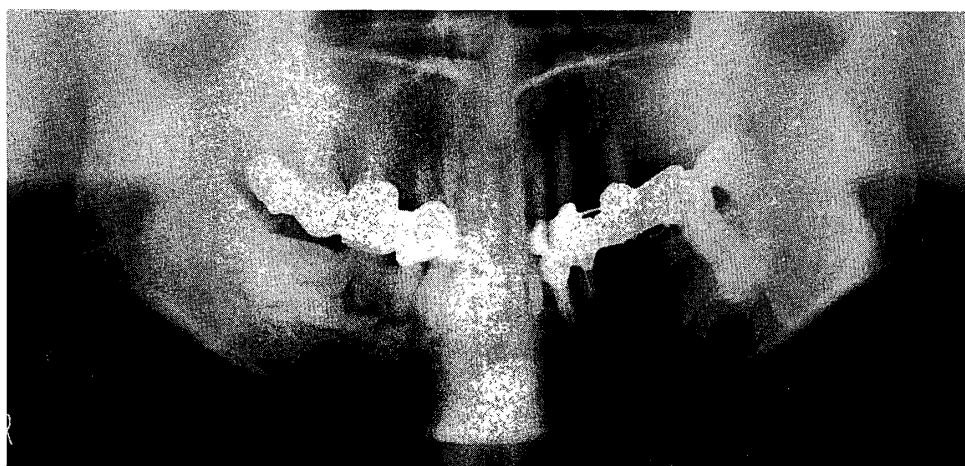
54歳女性に認められたセメント質形成性線維腫のパノラマX線写真
